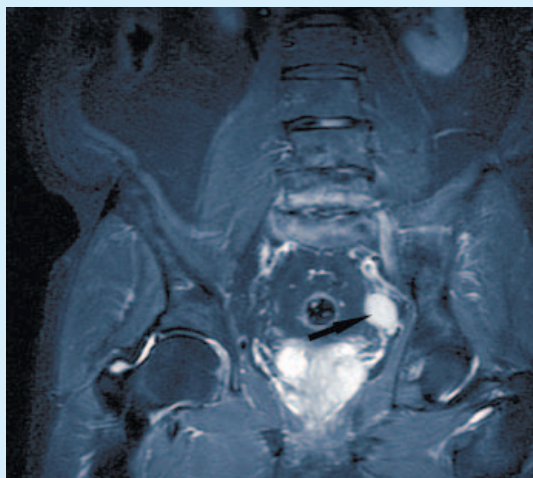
МРТ органов малого таза с контрастным усилением. Пациент А., 60 лет. Увеличенный лимфоузел (указан стрелкой) левой подвздошной области (до операции)
